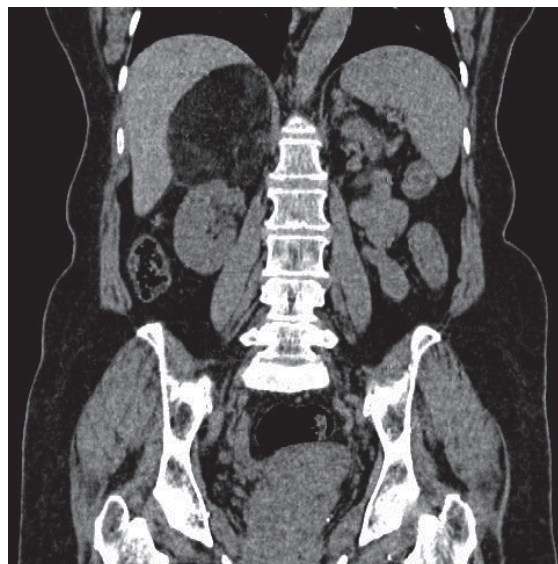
Se observa desplazamiento caudal del riñón derecho secundario a masa suprarrenal, hipodensa, compatible con mielolipoma. TAC simple en corte coronal de abdomen.
